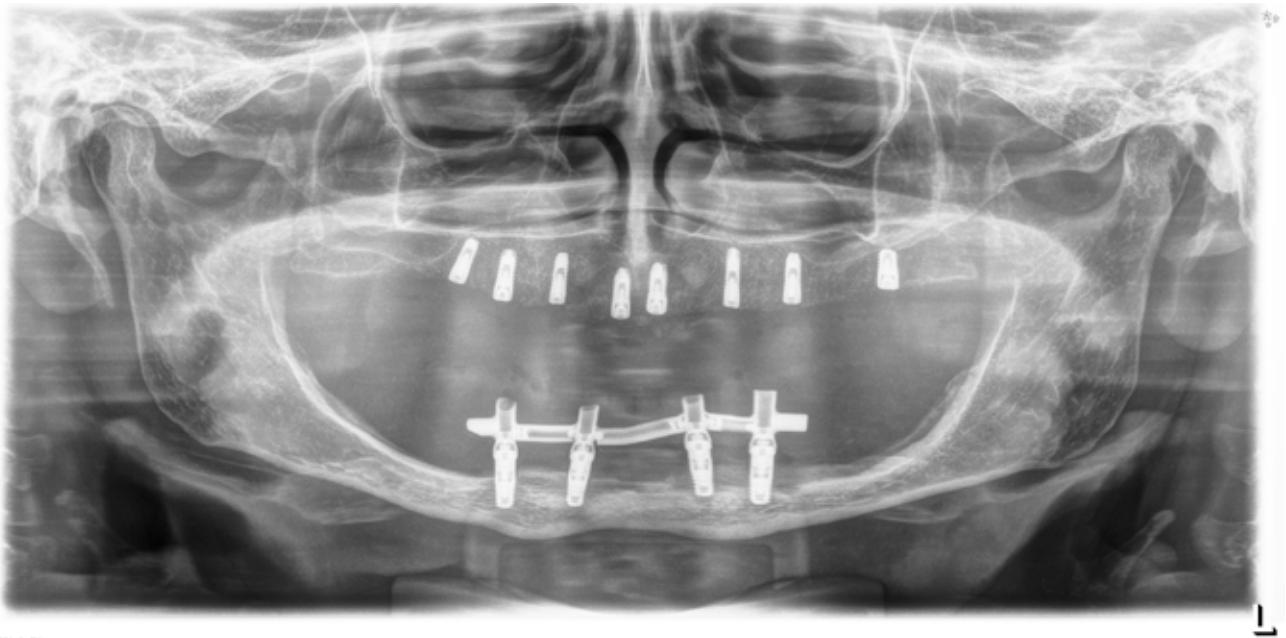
Radiografía post-inserción de los implantes y con la prótesis de carga inmediata inferior.
